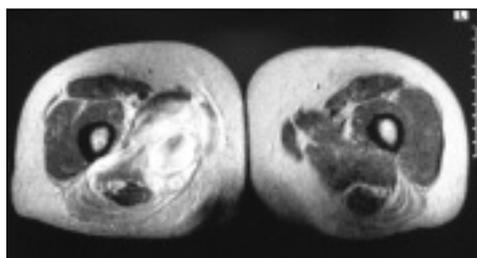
RMN da coxa direita – Lesões abcedadas múltiplas afectando massas musculares e tecido subcutâneo.
